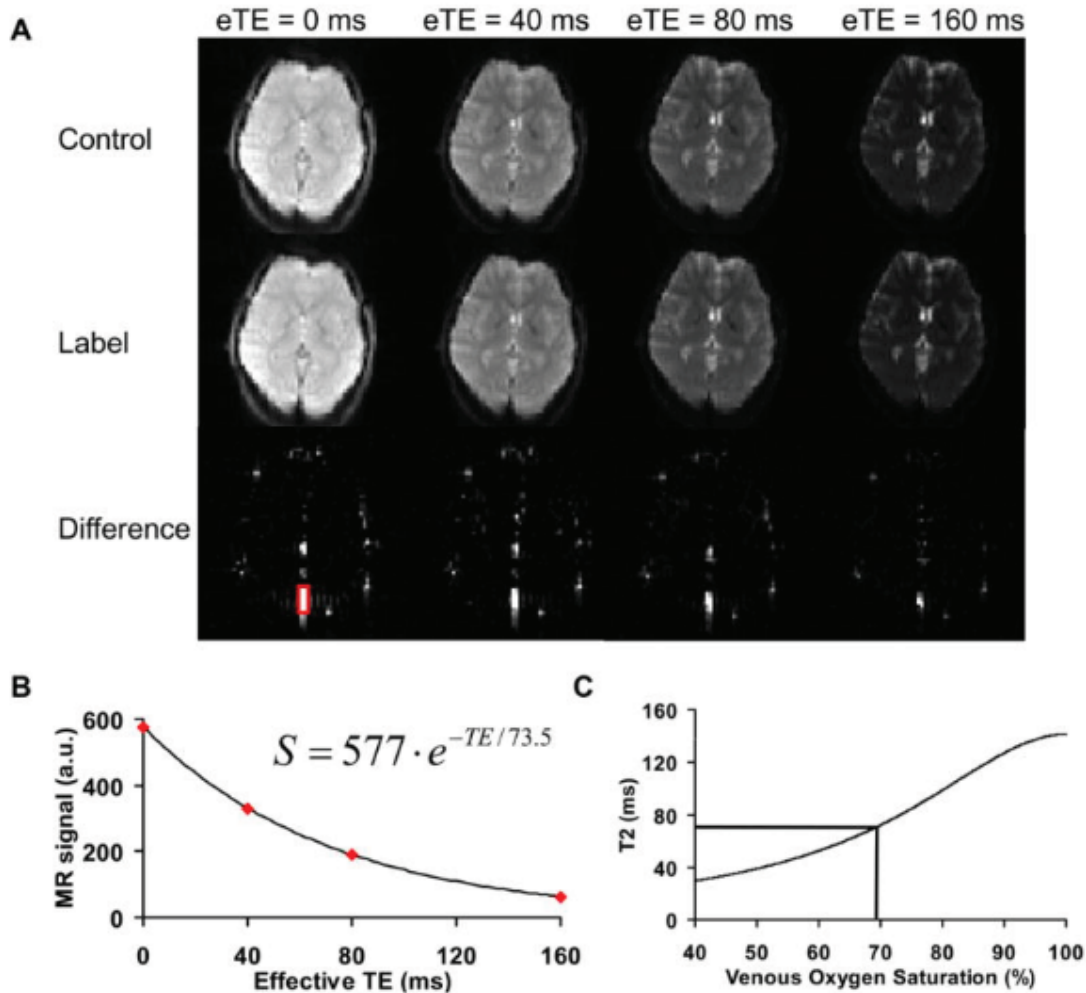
Exemple de données IRM TRUST A. Images IRM obtenues pour le control (1^{ère} ligne) et le marquage (2^{ème} ligne) à quatre TE effectif différents. B. Ajustement du signal issu de la différence control-marquage par une fonction monoexponentielle. C. Conversion de la mesure de T₂ en une valeur de SvO₂.
